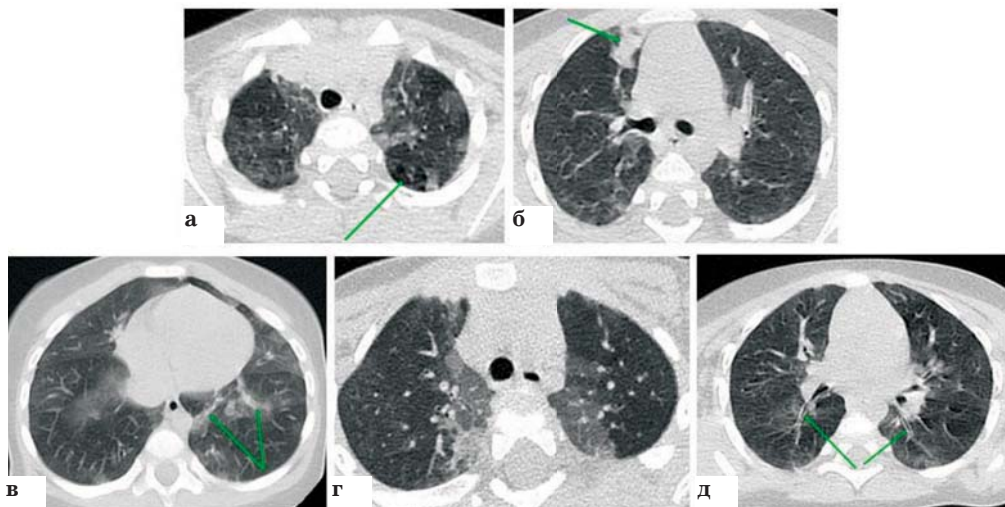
Паренхиматозные изменения и изменения ДП по данным КТ ОГП у пациентов с НЭКГМ.
